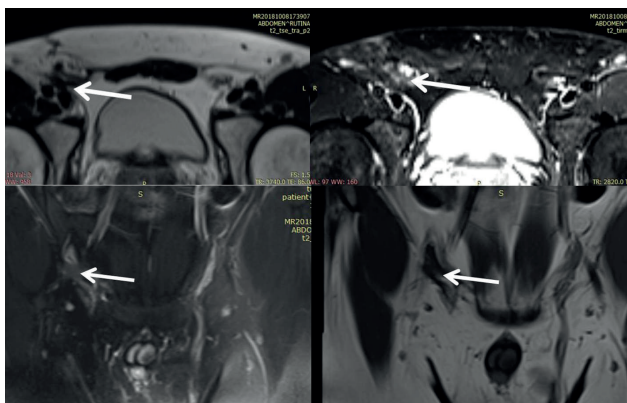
RMN inguinal derecha. El estudio demuestra cambios fibrosos en el canal inguinal derecho en relación al tejido cicatricial (flechas). Estos hallazgos sugieren un atrapamiento fibroso del nervio genitofemoral. Corte transversal (superior) y coronal (inferior); izquierda, sin supresión de la grasa, y derecha, con supresión de la grasa.
